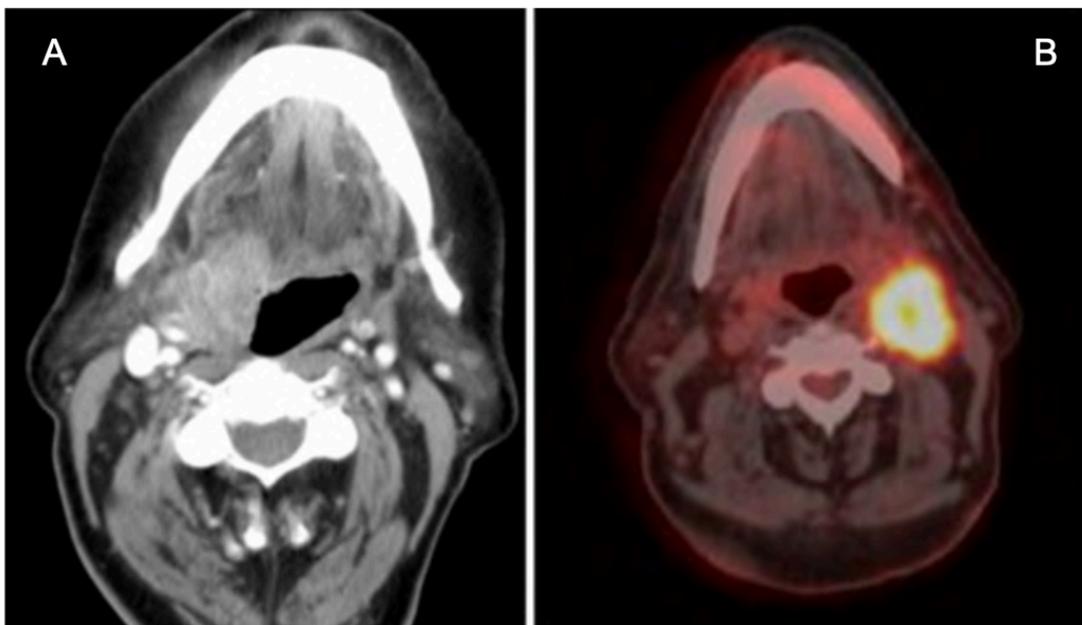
(A) T.C con COCE en orofaringe derecha vs (B) PET con COCE en orofaringe izquierda.
